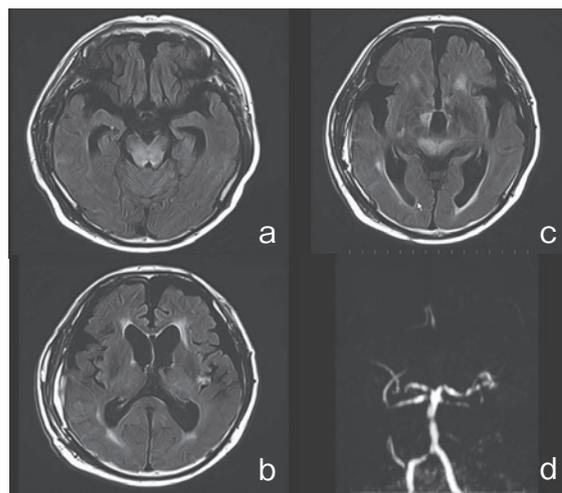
a, b, c：MRI FLAIR d：MRA
